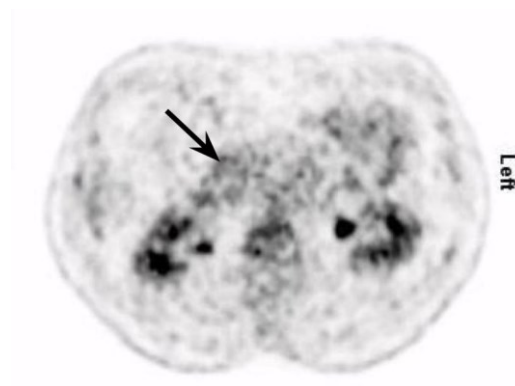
^{18}F -FDG PET Spätaufnahme mit TOF
